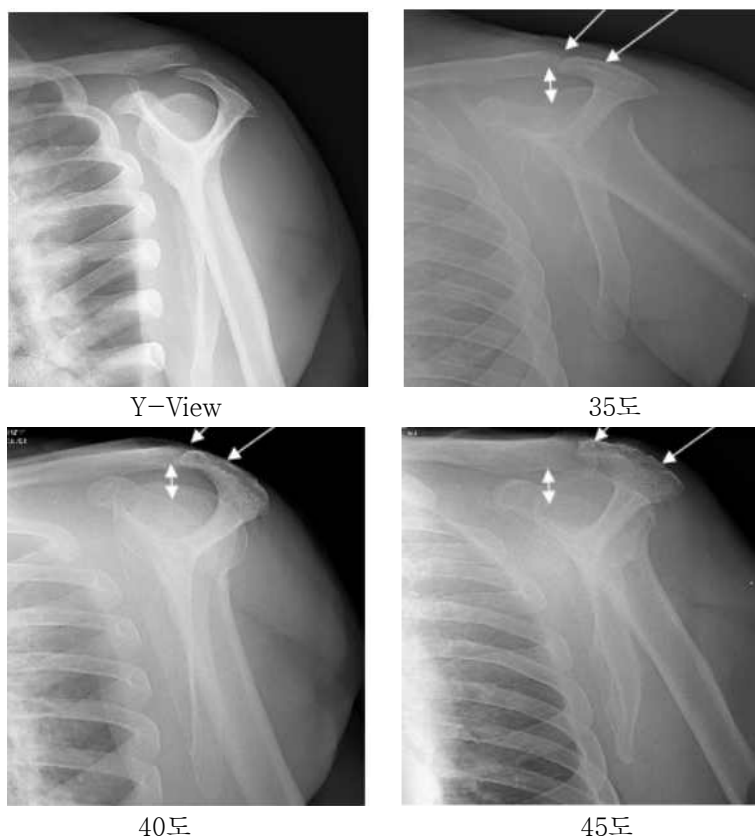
Comparison of modified Y-View according to the X-ray tube angle change
